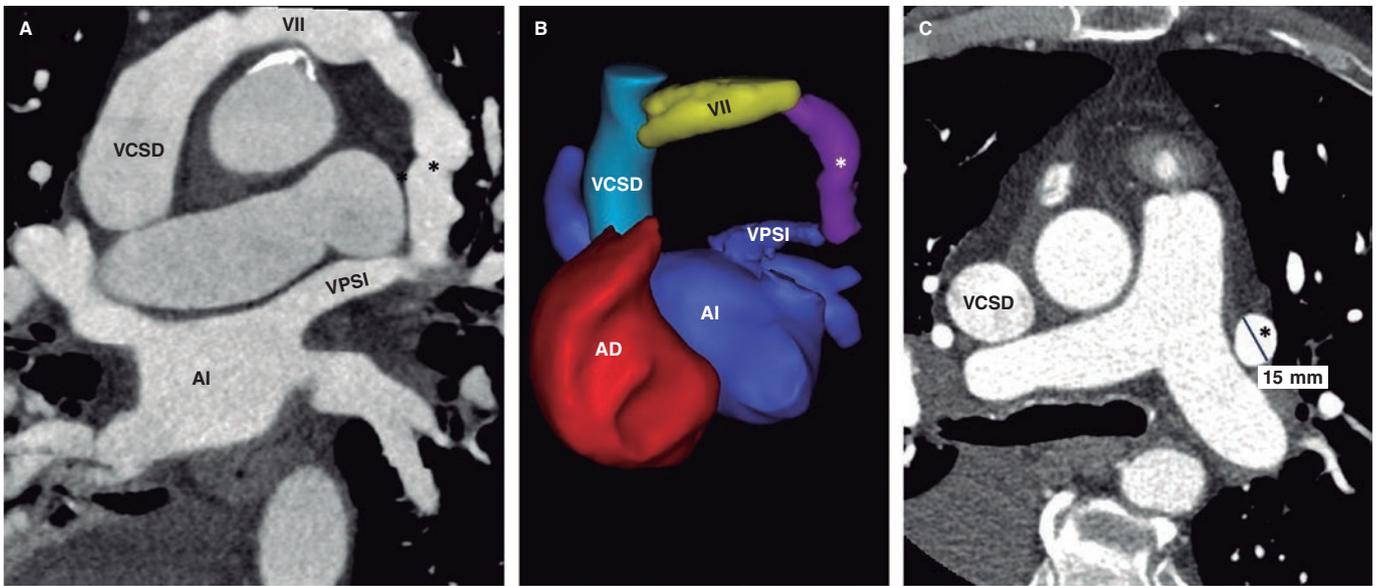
Tomografía computarizada torácica preoperatoria. Las imágenes multiplanares reformateadas (A) y reconstruidas en 3D (B) revelan la presencia de una vena pulmonar superior izquierda (VPSI) con drenaje doble a la vena innominada izquierda, a través de una vena vertical (*), y a la aurícula izquierda (AI). La vena vertical (*) discurre en sentido anterior a la arteria pulmonar izquierda (C). AD: aurícula derecha; VCSD: vena cava superior derecha; VII: vena innominada izquierda.
